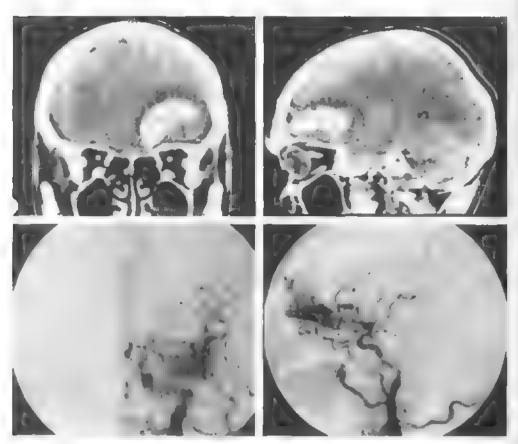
Кровой гиплине из ABM базальных отделов левой лобной доли, 3 и сутки Вверху— КТ во фронтальной и сатиглальной проекциях, внизу— левосторонняя карент на англография в прямов и боковон проекциях.
